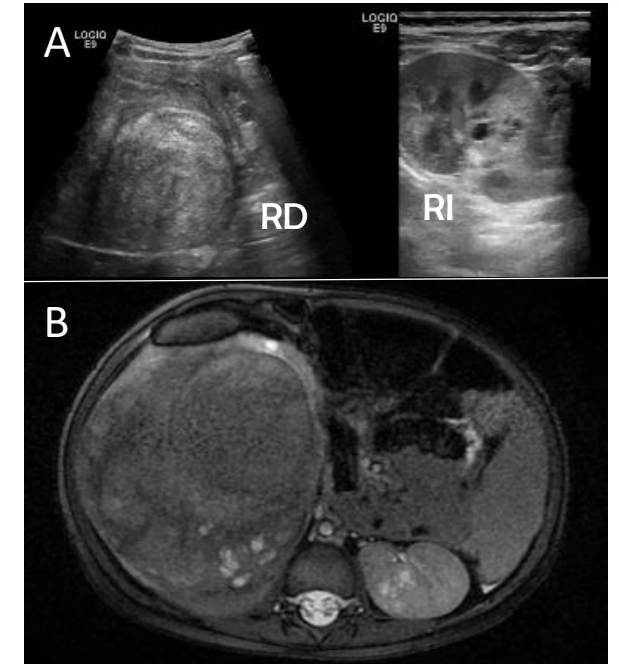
Ecografía (6A) y RMN T2FS (6B) de paciente con nefroblastomas bilaterales
